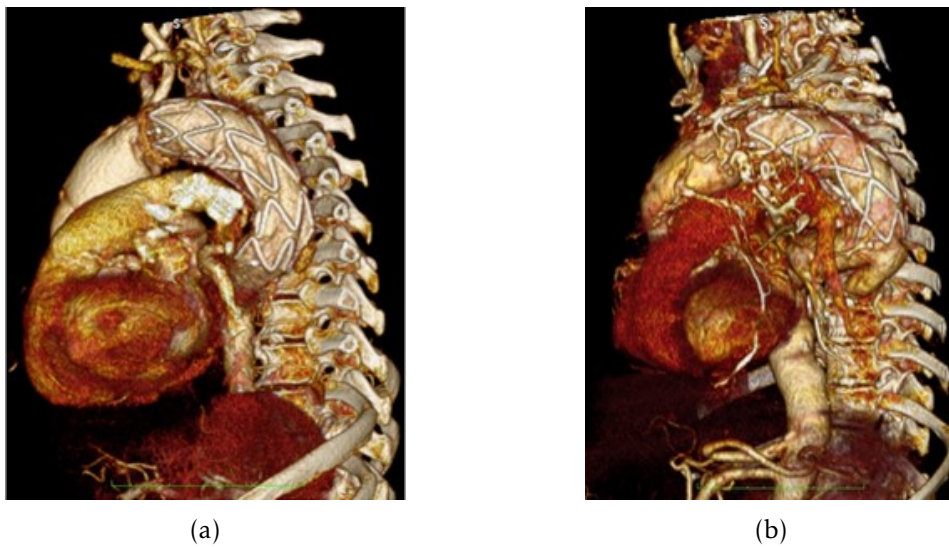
Tomografias computadorizadas ao (a) 8.º dia de pós-operatório e aos (b) 24 meses de pós-operatório.
